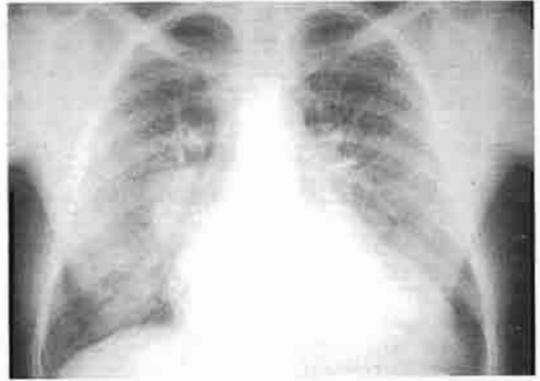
Radiografía de un caso con doble lesión mitral. Cardiomegalia a expensas de aurícula y ventrículo izquierdos. Signos de hipertensión venocapilar pulmonar. Doble contorno auricular en borde inferior derecho.
